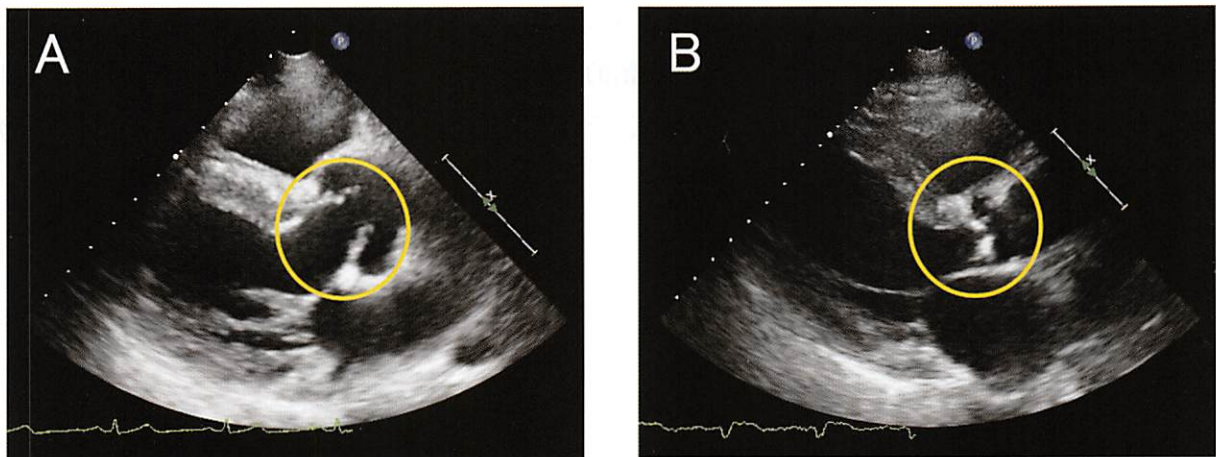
大動脈弁の心エコー図. (A) 正常な大動脈弁. (B) 変性して開かなくなった弁.
